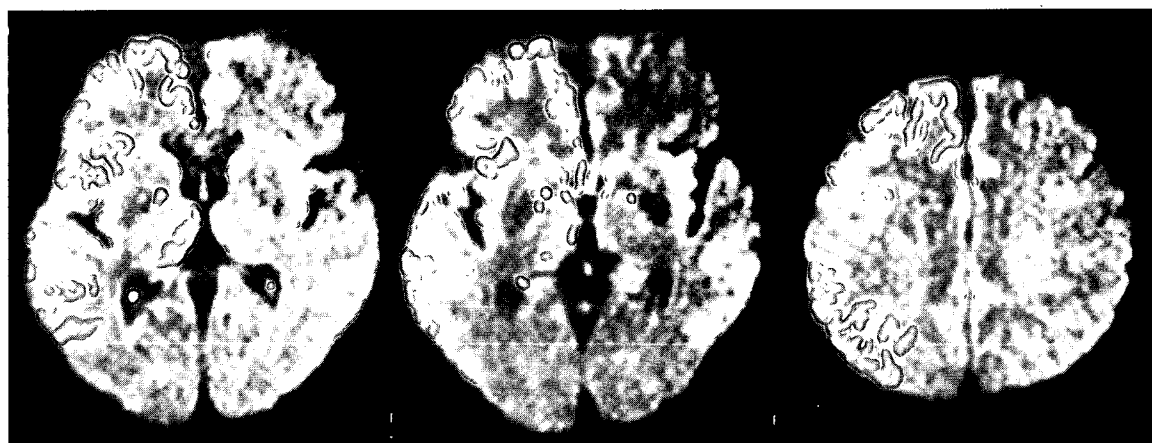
第 2 病日の脳 MRI 拡散強調画像
